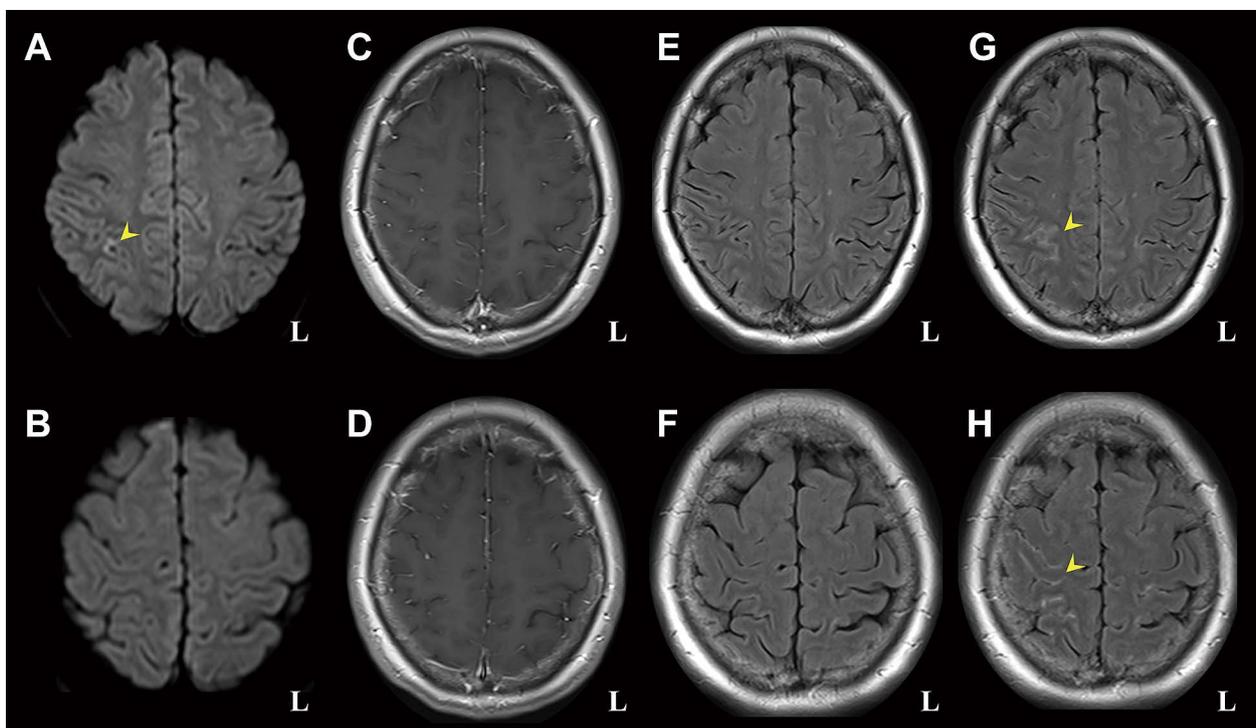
Brain MRI findings on admission.
